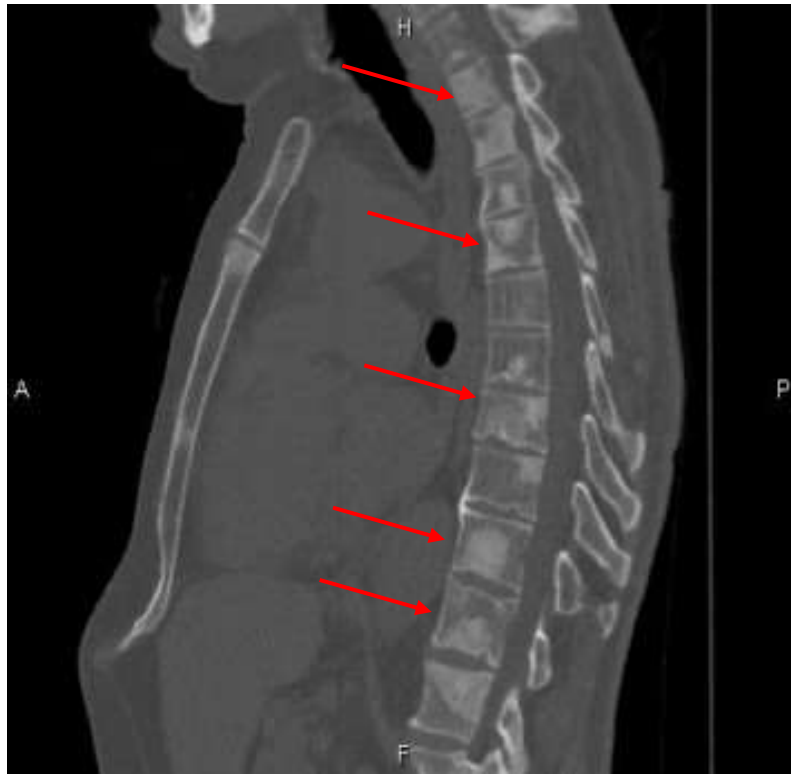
Компьютерная томография органов грудной клетки. Множественные метастатические очаги в грудных позвонках и грудине (указаны стрелками)
